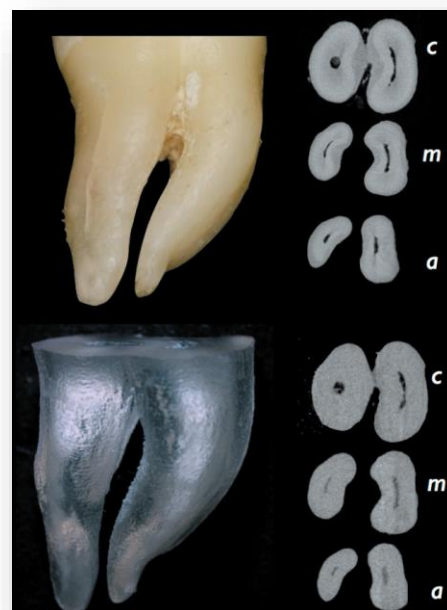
Replica molar en forma de S. secciones microtomografía.
